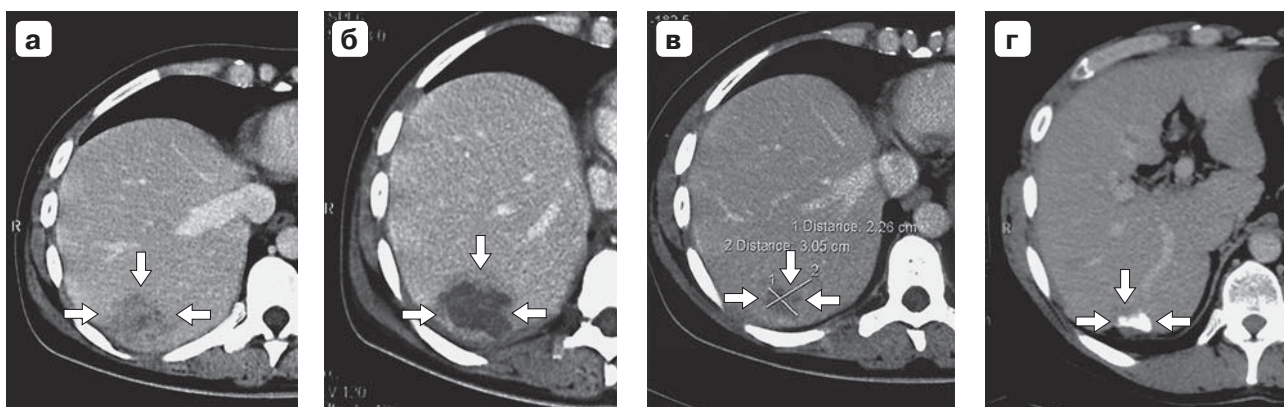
Компьютерная томограмма. Первый вид изменений, происходящих в опухоли после УЗА: а — до УЗА; б — через месяц; в — через год; г — через 2 года.
